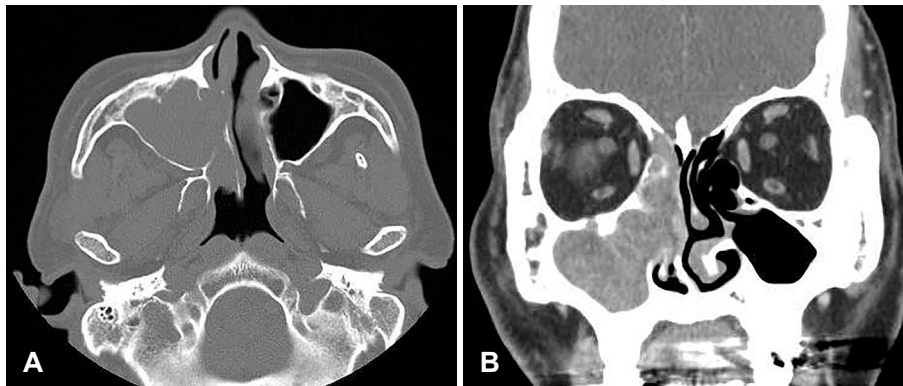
Preoperative computed tomography axial (A) and coronal (B) images. Right maxillary sinus, nasal cavity, ethmoid sinus, and choana are filled with a huge mass.
